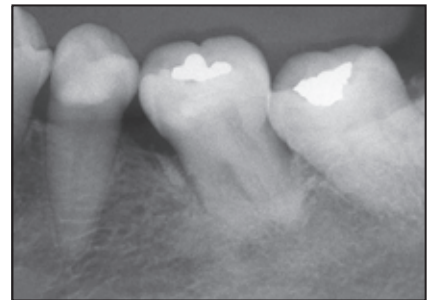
Röntgenaufnahme nach fünf Jahren mit unveränderter Röntgendichte. Die Kortikalisstruktur und das Parodontalligament erscheinen normal.
